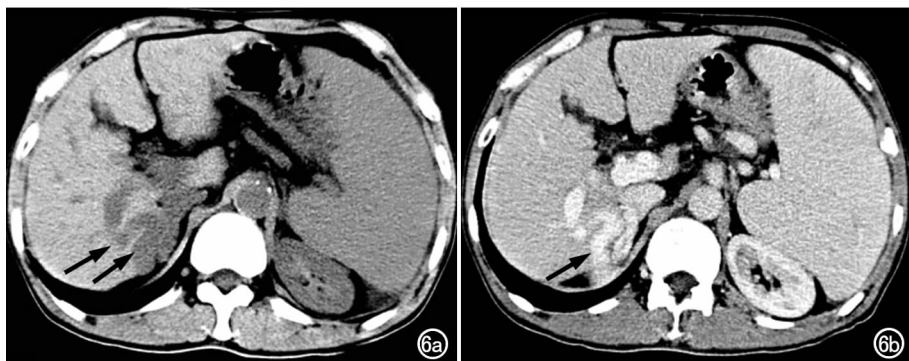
a) CT 平扫示门静脉-下腔静脉分流(箭); b) CT 增强扫描示门静脉-下腔静脉变通(箭)。
